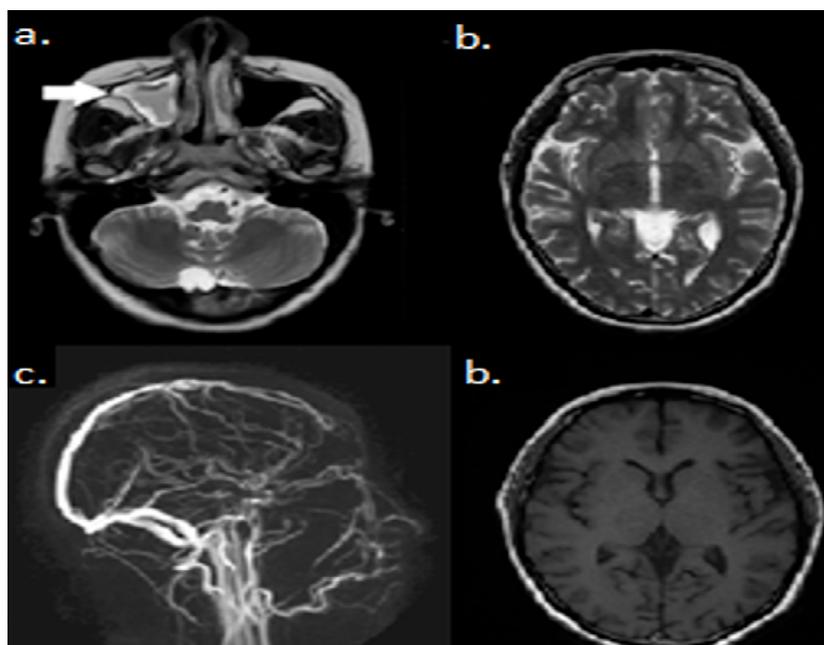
Resonancia magnética y venografía a. Ocupación del seno maxilar derecho compatible con mucocelo (flecha blanca). b. Parénquima cerebral normal. c. Venografía normal.
